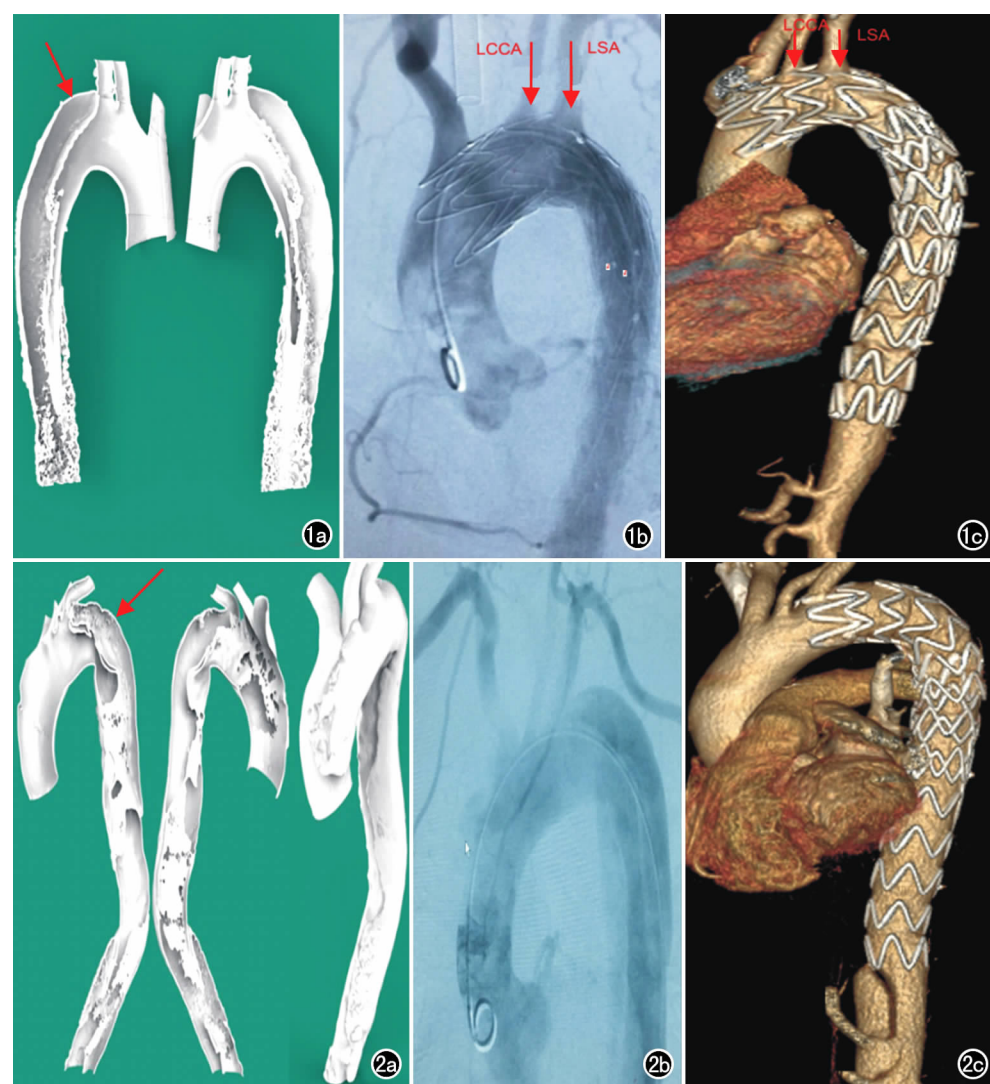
病例 1。a) 术前主动脉的 3D 打印模型图, 箭头所指为夹层撕裂的假腔; b) 术中造影图, 箭头所指为支架覆盖 LSA 及 LCCA; c) 术后复查 CTA 重建图像, 箭头所指为支架覆盖 LSA 及 LCCA。图 2 病例 2。a) 术前主动脉 3D 打印模型图, 箭头所指为夹层撕裂的血管; b) 术中造影图; c) 术后复查 CTA 图像。
